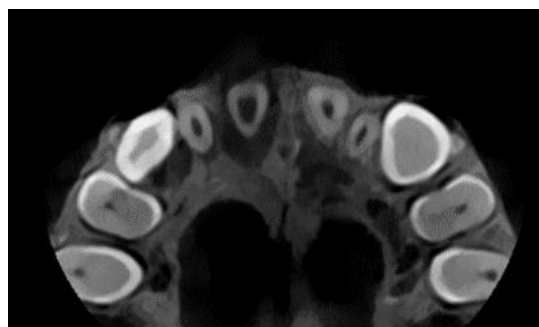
Corte axial de CBCT en el que se observa aumento de la luz del conducto del elemento 11 e imagen radiolúcida perirradicular.
